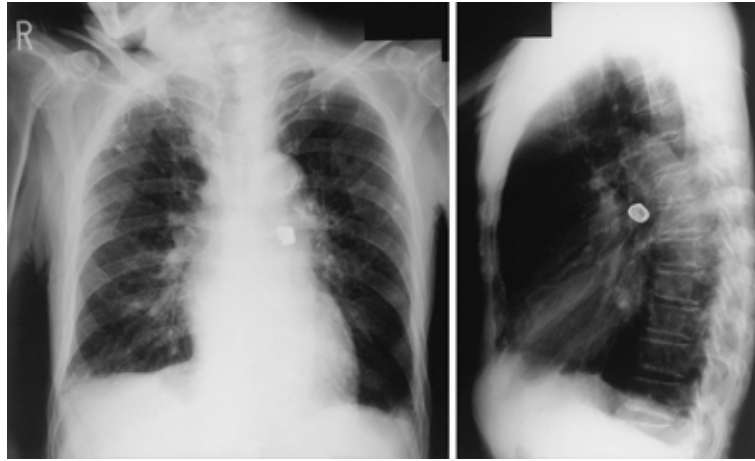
Chest X-ray film obtained on June 24, 1997 showing a dental crown in the second carina.
